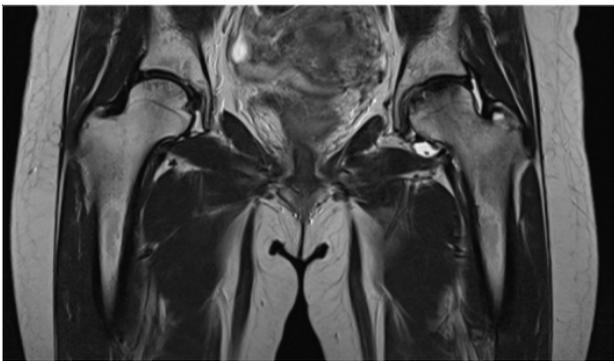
Magnetic resonance imaging hip joint - coronal view (December 6, 2019).
